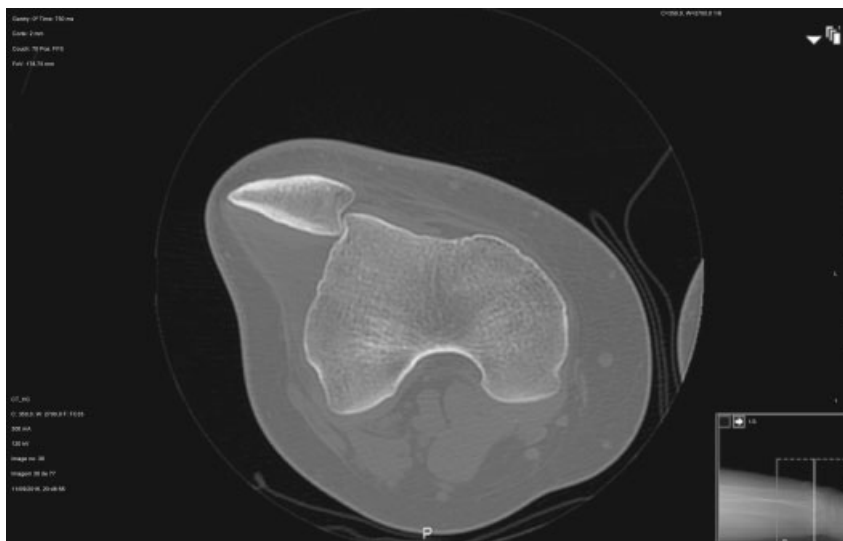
Confirmação por tomografia computadorizada da variante anatômica.
